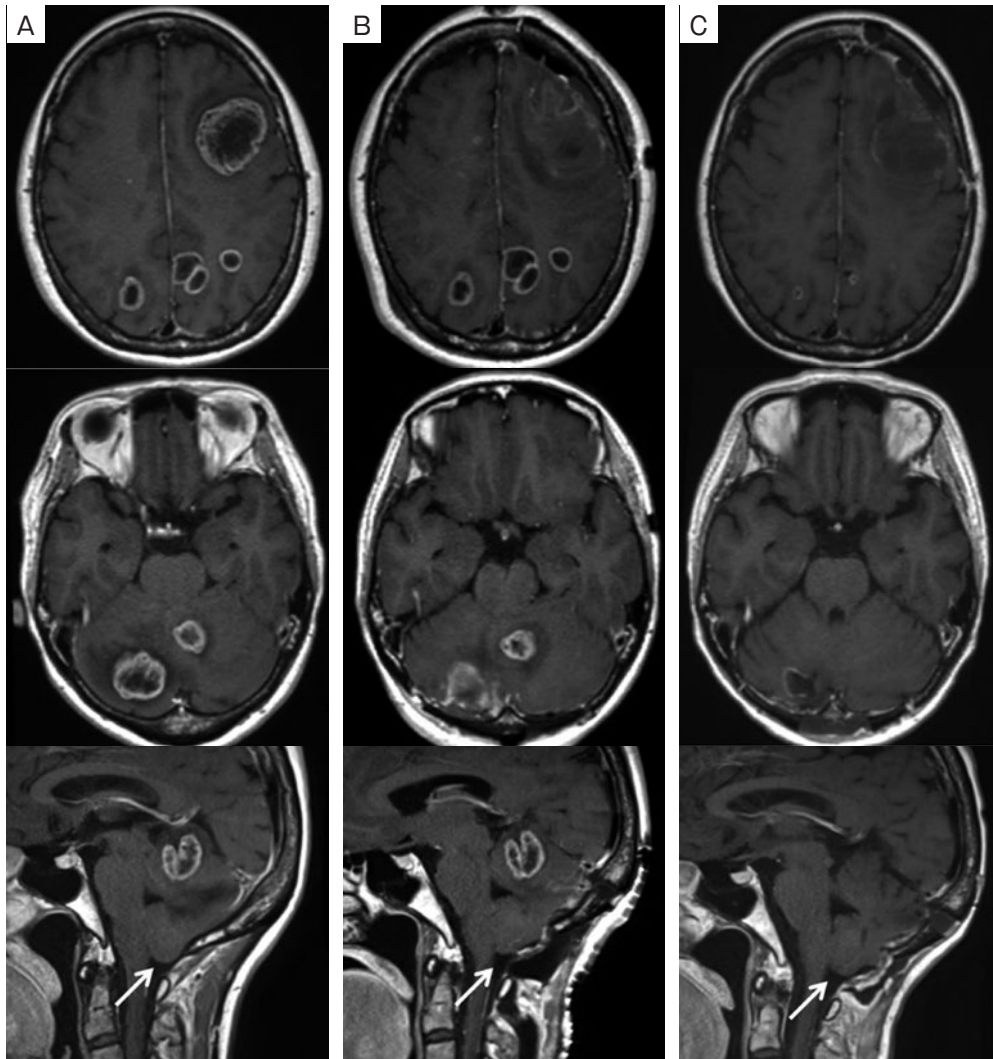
入院後の頭部造影MRIの経過. (A) 入院時. 両側大脳半球, 右小脳半球, 小脳虫部に多数の腫瘍性病変を認め、その多くがリング状に造影され、周囲に浮腫を伴っていた. 左前頭葉の病変が最大であり、長径は35mmであった. また、小脳扁桃ヘルニアを認めた (矢印). (B) 開頭腫瘍摘出術後. 左大脳半球および右小脳半球の腫瘍は摘出され、小脳扁桃ヘルニアの所見は改善した (矢印) が、左前頭葉の浮腫が目立った. (C) アレクチニブ投与開始47日目. 小脳扁桃ヘルニアの所見はなく (矢印)、脳浮腫の改善、多発脳転移巣の縮小を認めた.
